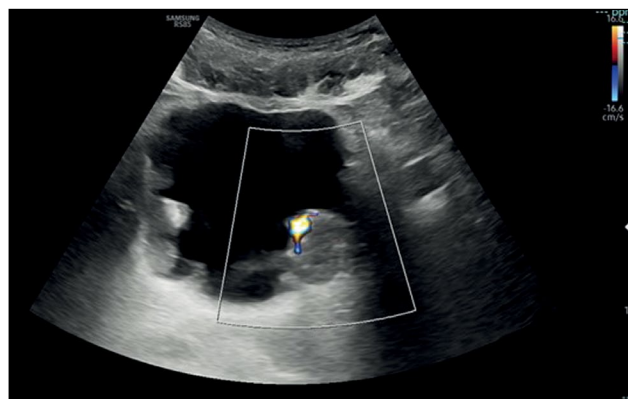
膀胱横断面超声图像显示,膀胱壁弥漫性不规则增厚,并伴有多个肿块和腔内发育。最大回声肿块位于左侧膀胱后壁,彩色多普勒成像显示肿瘤内有血管化。
